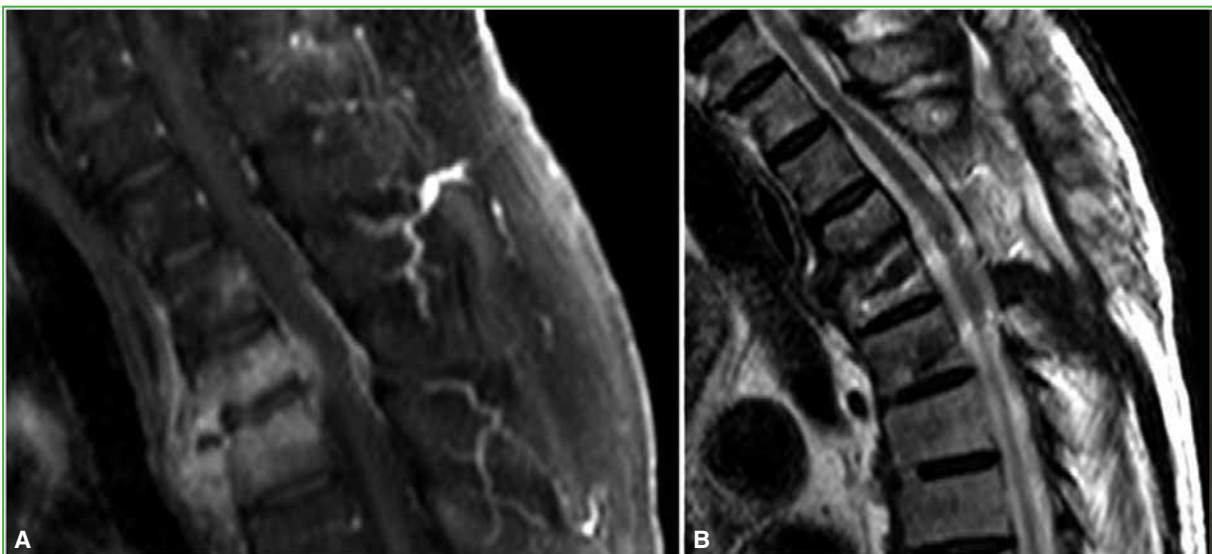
Resonancia magnética de columna torácica de un paciente con espondilodiscitis complicada con absceso epidural y compromiso medular, al ingresar (A) y al año de evolución (B). A. Secuencia T1 con contraste. Se observa el realce característico de espondilodiscitis, con compromiso del espacio discal, cuerpos vertebrales adyacentes, tejido paravertebral anterior y espacio epidural. B. Secuencia T2, al año de seguimiento. Resolución del absceso, médula libre de compresión y sin alteraciones de la señal. Estos hallazgos se correlacionan con la recuperación neurológica completa de un síndrome medular incompleto.
